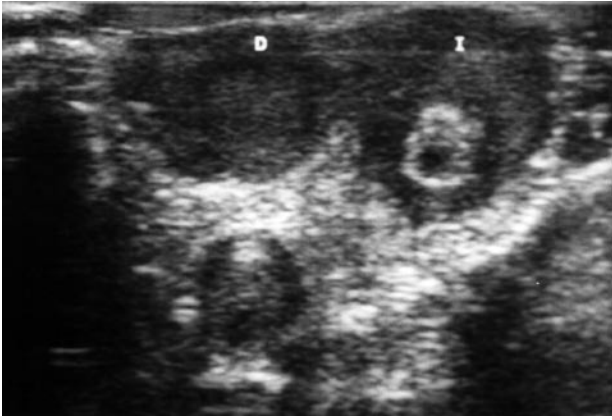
Ecografía realizada de urgencias en la que se visualiza un testículo izquierdo heterogéneo con zonas hipoeoicas sugerentes de necrosis y otras hiperrefringentes que muestran zonas de calcificación. Testículo derecho normal.
